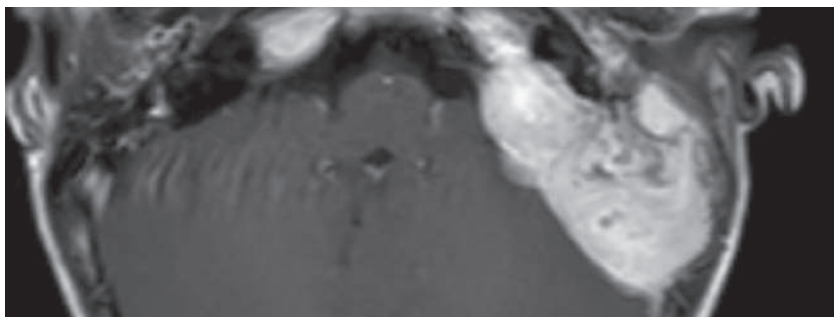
МРТ головного мозга и височных костей от 21.03.23, аксиальная проекция
